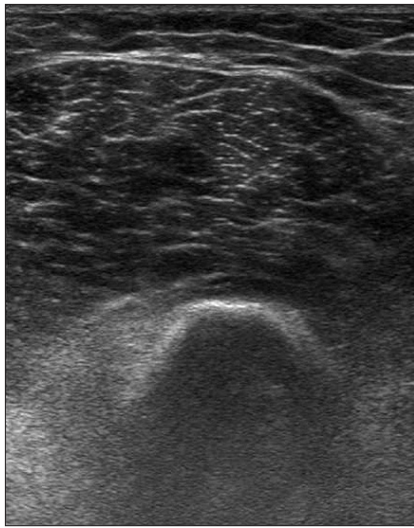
Follow-up ultrasonography of the left distal thigh showed resolution of the hematoma.
